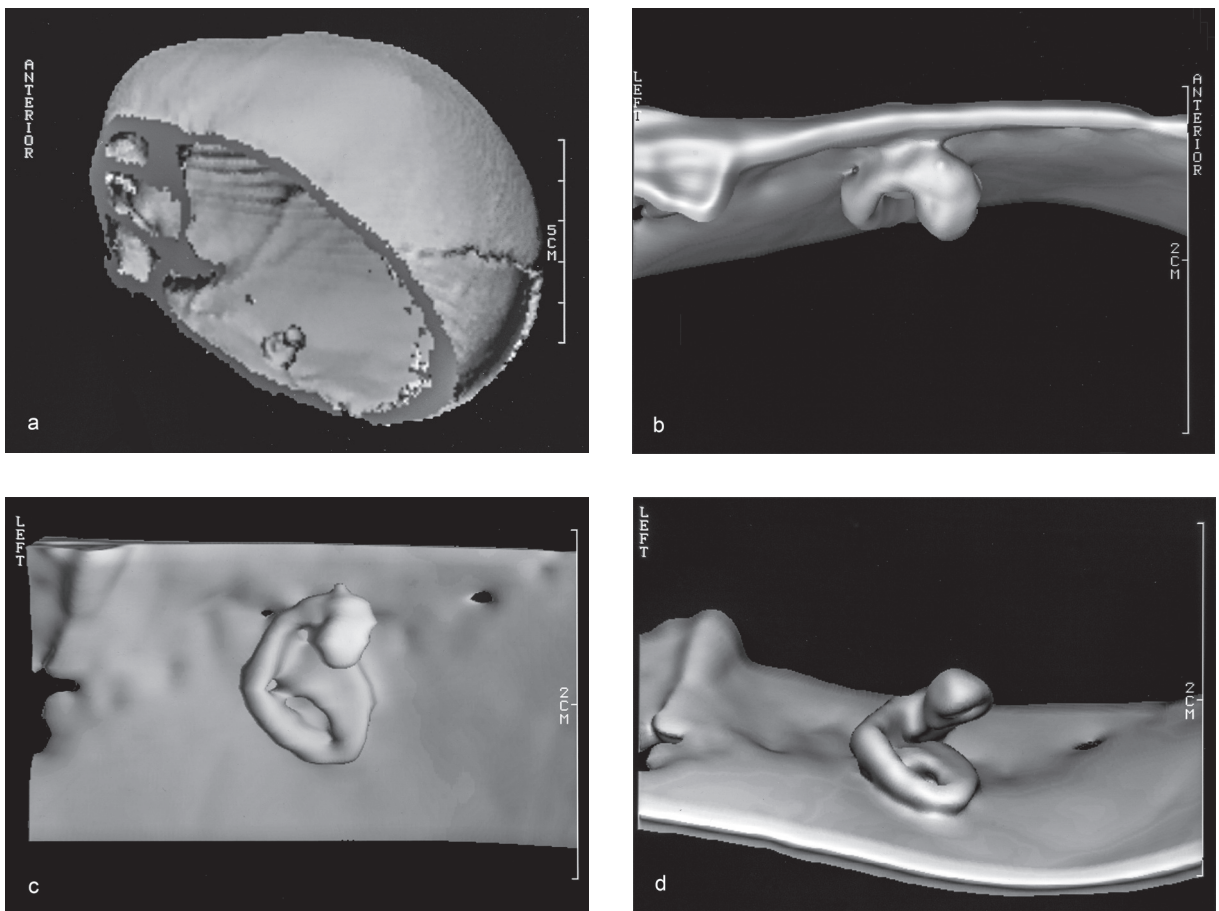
CT-Aufnahmen a) des Schädels im Querschnitt, b-d) verschiedene Ansichten des ringartigen Gebildes.
